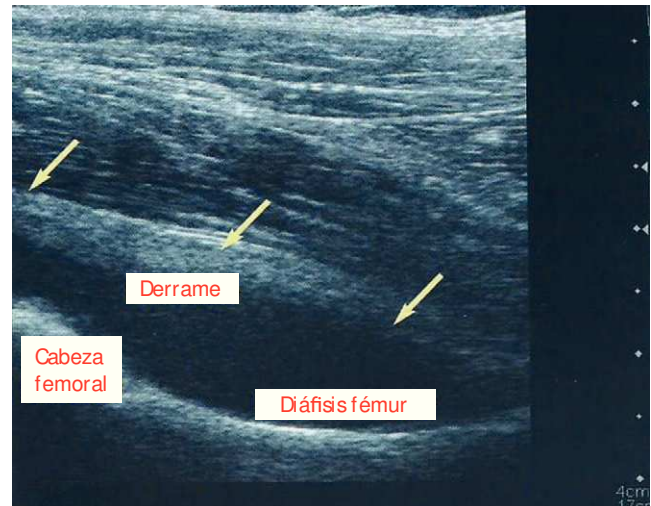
Ecografía de cadera: derrame articular. Tomada de ref. 15.
